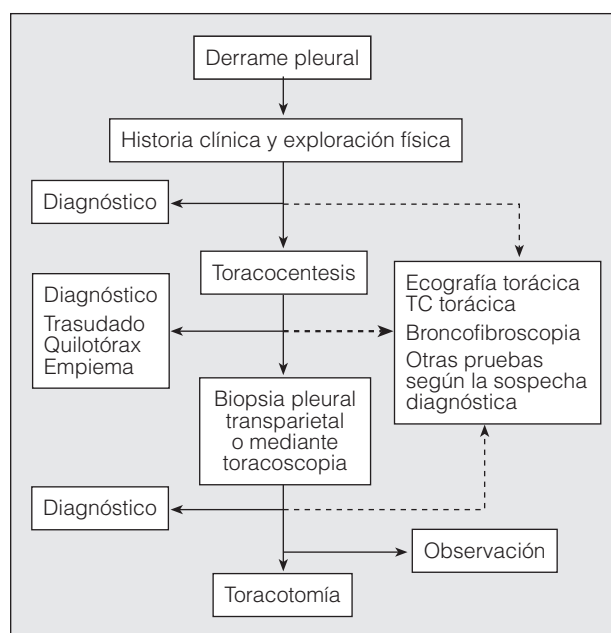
Pauta diagnóstica general para el paciente con derrame pleural. TC: tomografía computarizada.
